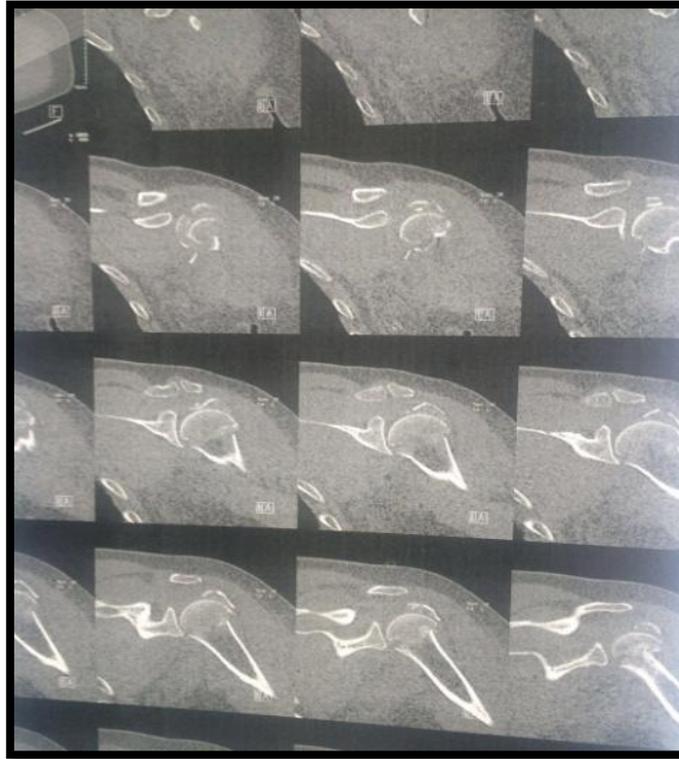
TDM montrant la complexité de la fracture luxation de l'épaule droite.
